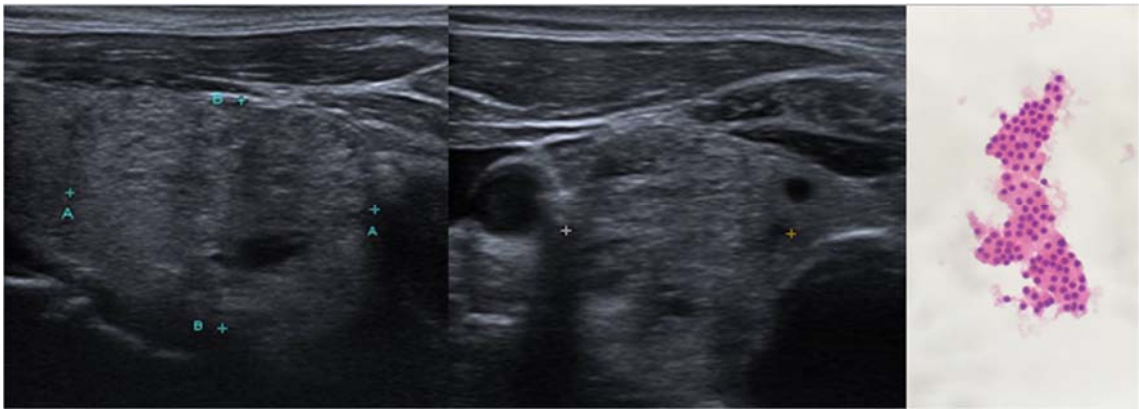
Correlação da ultrassonografia e citologia para nódulo TR3. (a) Plano longitudinal (a) e transversal (b) de ultrassonografia modo B, evidenciando nódulo predominantemente sólido, isoecogênico, largo, de margens mal definidas, sem focos ecogênicos (ACR TI-RADS 3). Resultado citológico (c): Citologia benigna, compatível com nódulo colóide (Bethesda II)- Papanicolaou, 20x.
